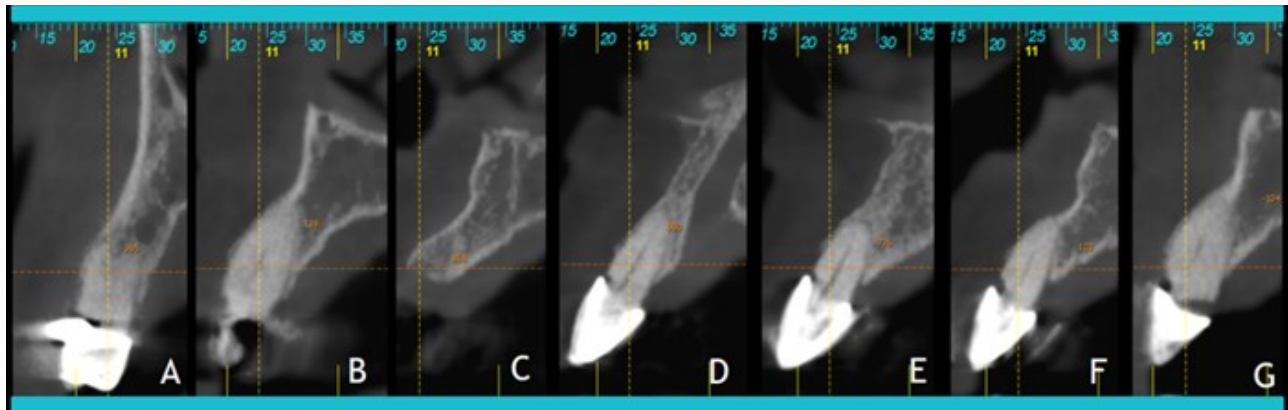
Tomografía de los órganos dentarios a extraer. A) Primer premolar derecho. B) Canino derecho. C) Incisivo lateral derecho. D) Incisivo central derecho. E) Incisivo central izquierdo. F) Incisivo lateral izquierdo. G) Canino izquierdo.
